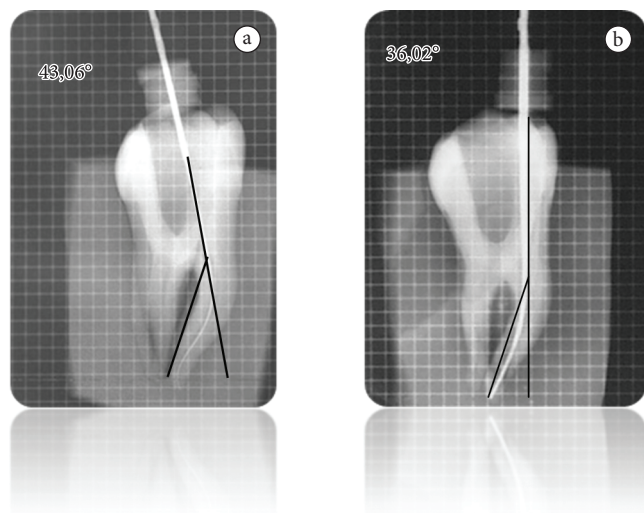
Radiografia digitalizada com o traçado para mensuração da variação de angulação antes e após a instrumentação.
